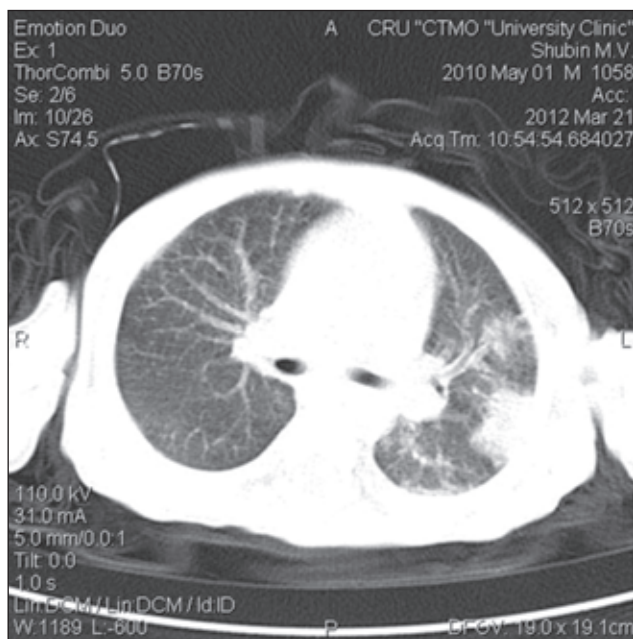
КТ органов грудной клетки больного М.
